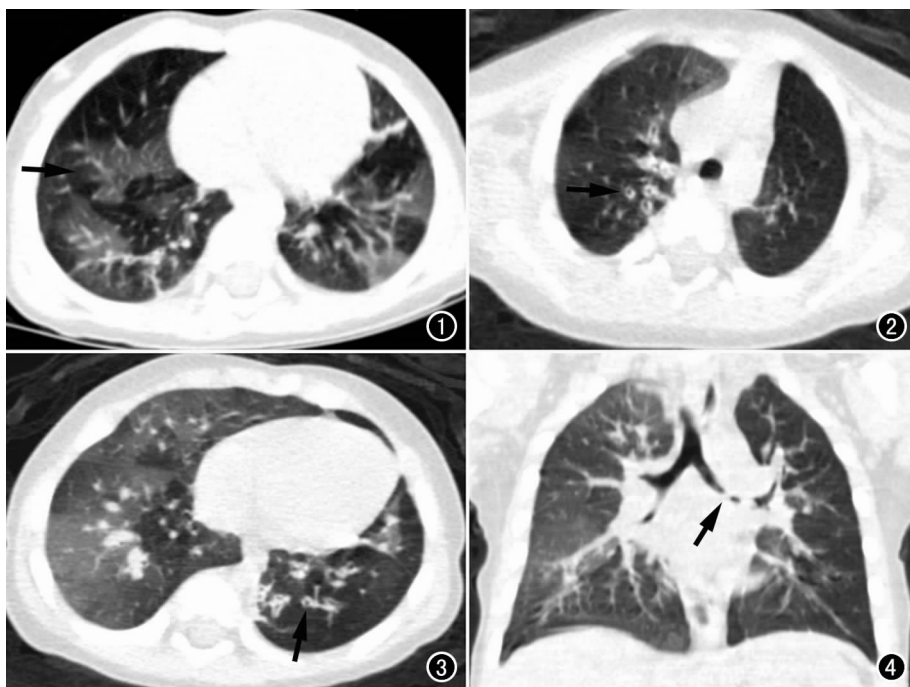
HRCT 示空气潴留,两肺透亮度不均呈马赛克样改变(箭)。图 2 HRCT 示支气管管壁增厚(箭)。图 3 HRCT 示支气管扩张(箭),直径超过伴行血管。图 4 冠状面重组示肺部炎症伴左主支气管粘液栓(箭)。
